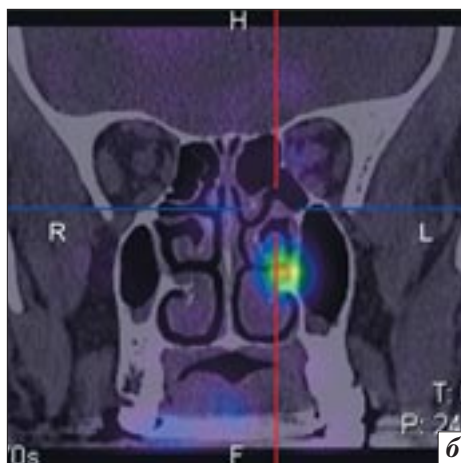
КТ-картина в аксиальной проекции у пациента Г. после дакриоцисториностомии слева и с облитерацией СОП на уровне шейки слезного мешка справа (а) и ОФЭКТ/КТ-картина в коронарной проекции у того же пациента (б).
